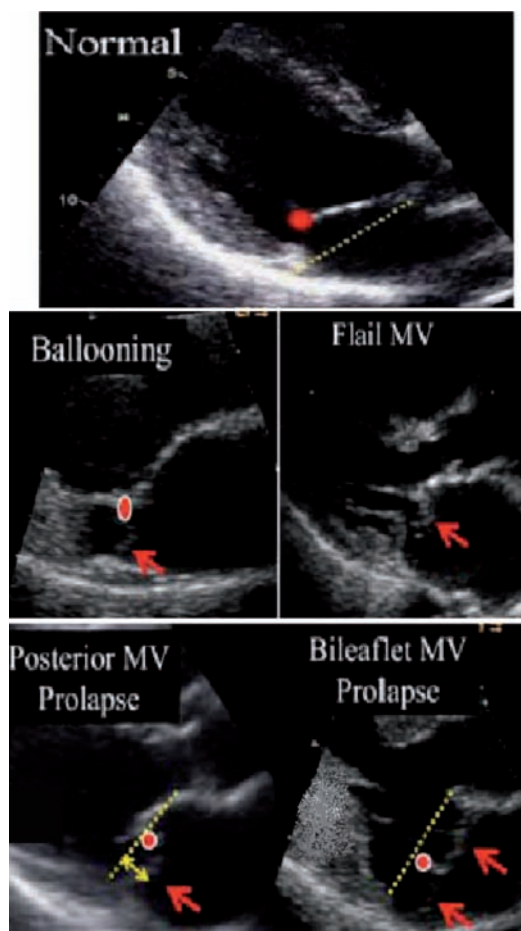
Classificazione di Barlow all'ecocardiografia Eur J Echocardiogr 2010; 11: 307-333.
